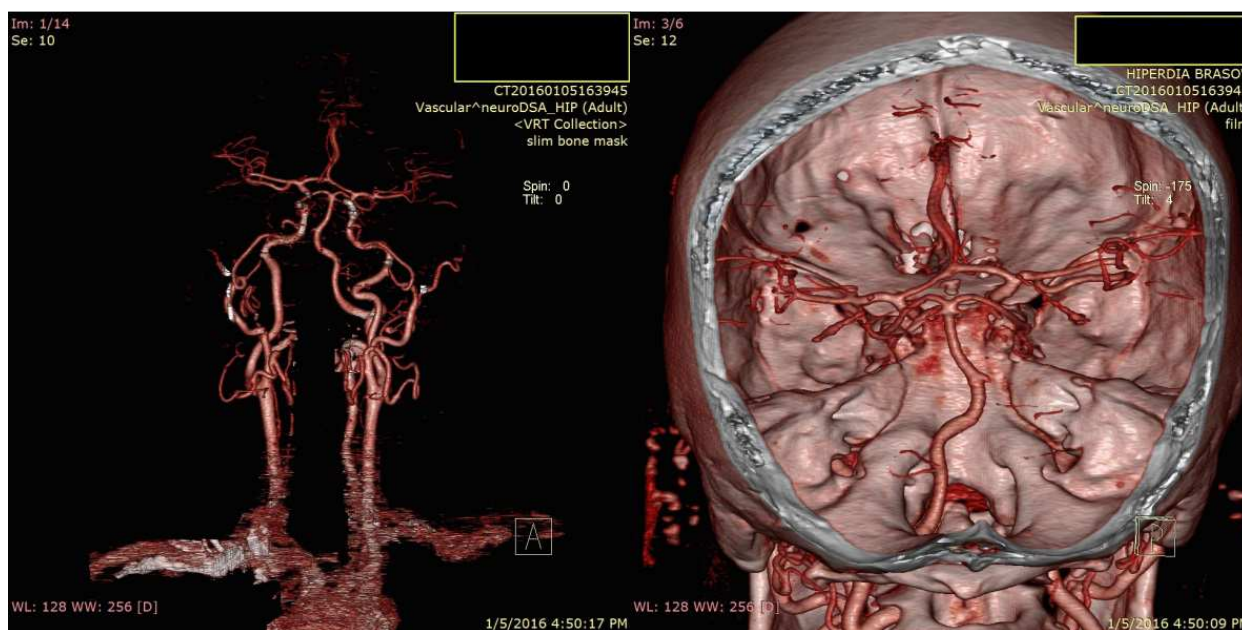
Angio-CT - cerebral
